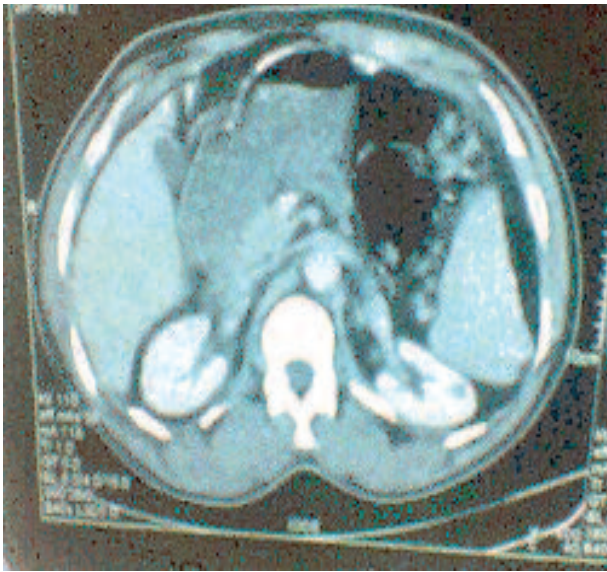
TDM à J 30 ; restitution ad integrum de la rate
